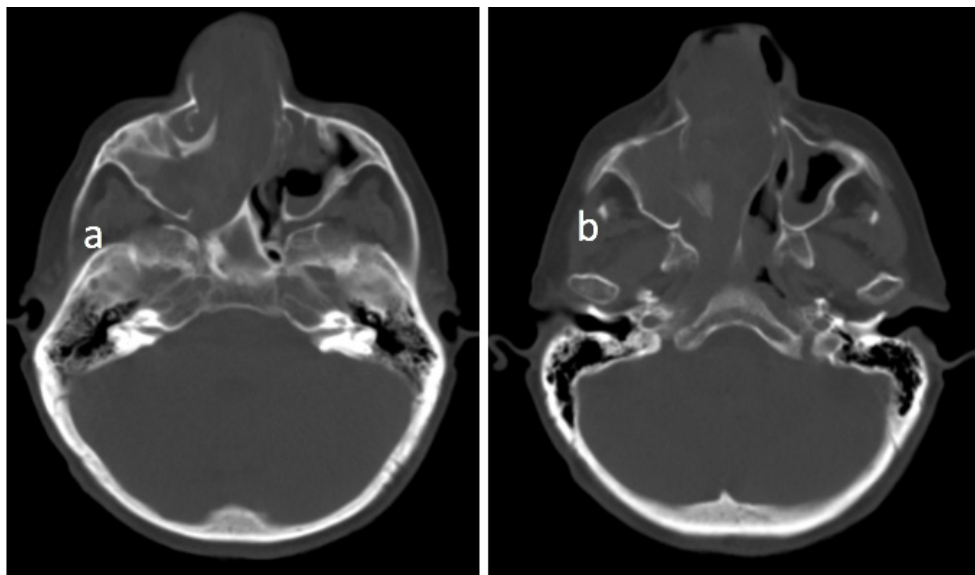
TC ventana ósea. Cortes axiales. Marcada remodelación ósea, predominantemente en fosa nasal y seno maxilar derecho (a y b).
